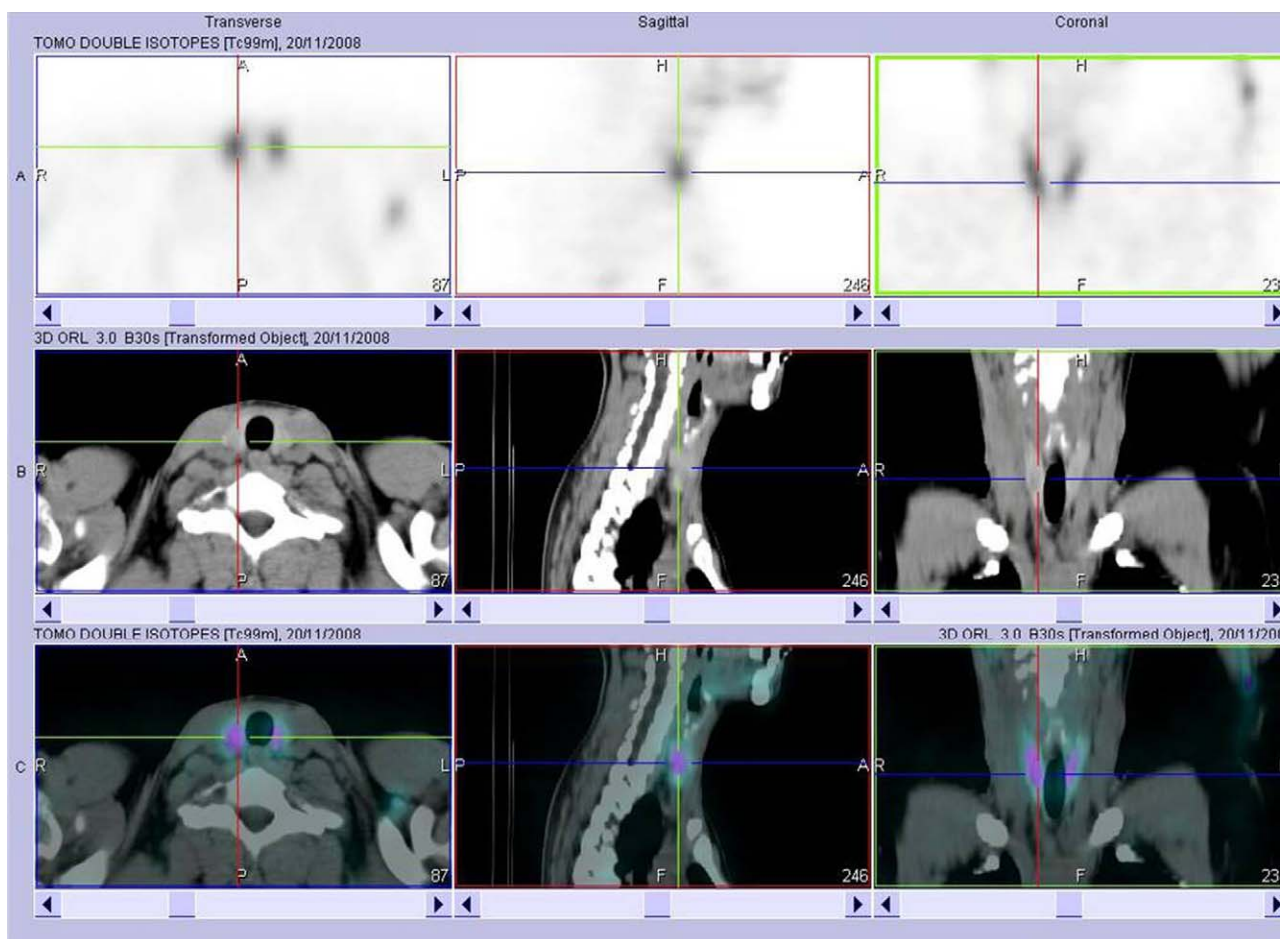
Images tomographiques, Tc99m du même patient que sur la Fig. 1, temps d'acquisition : 25 minutes. Comparé à l'acquisition Tc99m pinhole (Fig. 1), ou l'on devinait la glande anormale droite, il est difficile sur ces images de deviner une glande pathologique.
